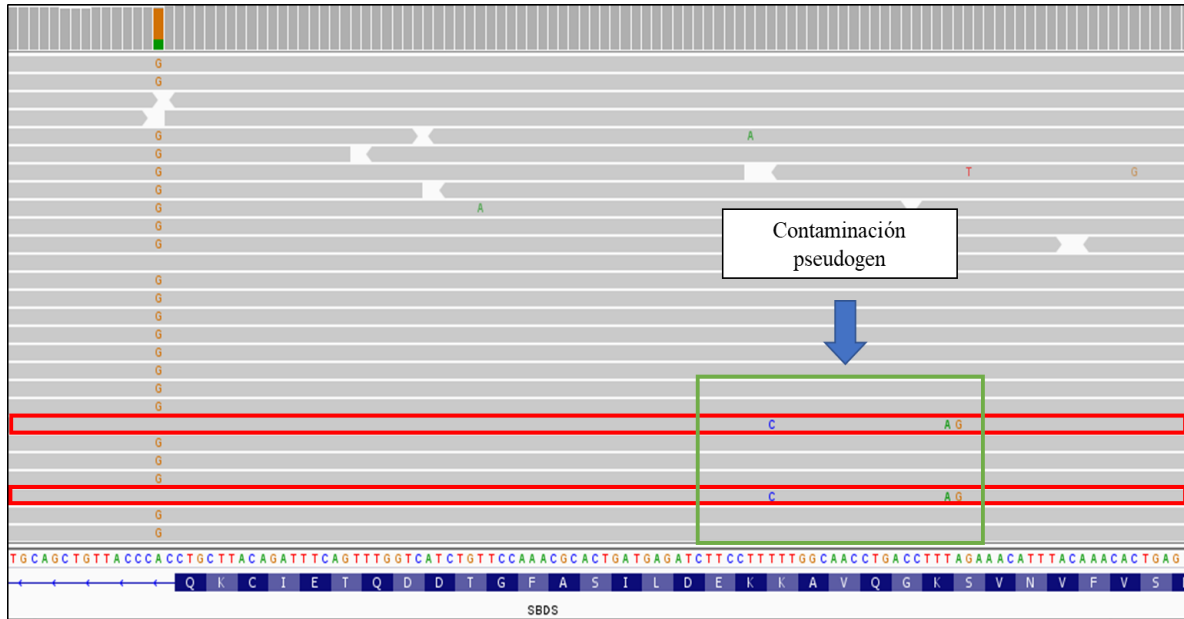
En esta imagen se puede observar que la mutación 183_184TA>CT comparte el mismo haplotipo que la secuencia CTTCTTG y no lo comparte con la mutación 258+2T>C. Por tanto, la mutación 183_184TA>CT es el resultado de una conversión génica por la combinación entre el gen *SBDS* y su pseudogen.
